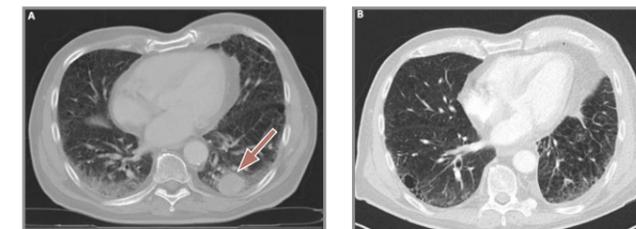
Präoperatives CT mit Raumforderung im linken Unterlappen (Pfeil).
